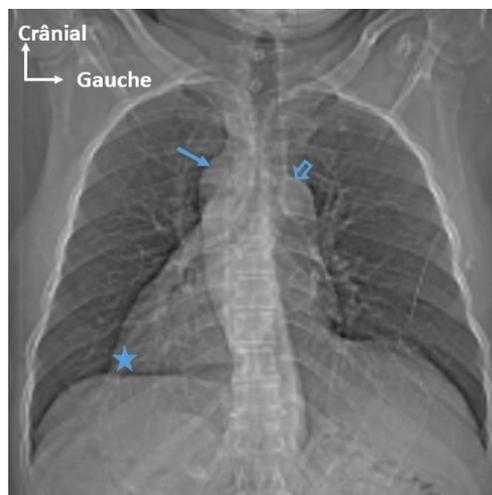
Radiographie thoracique de face montrant la dextrocardie.
